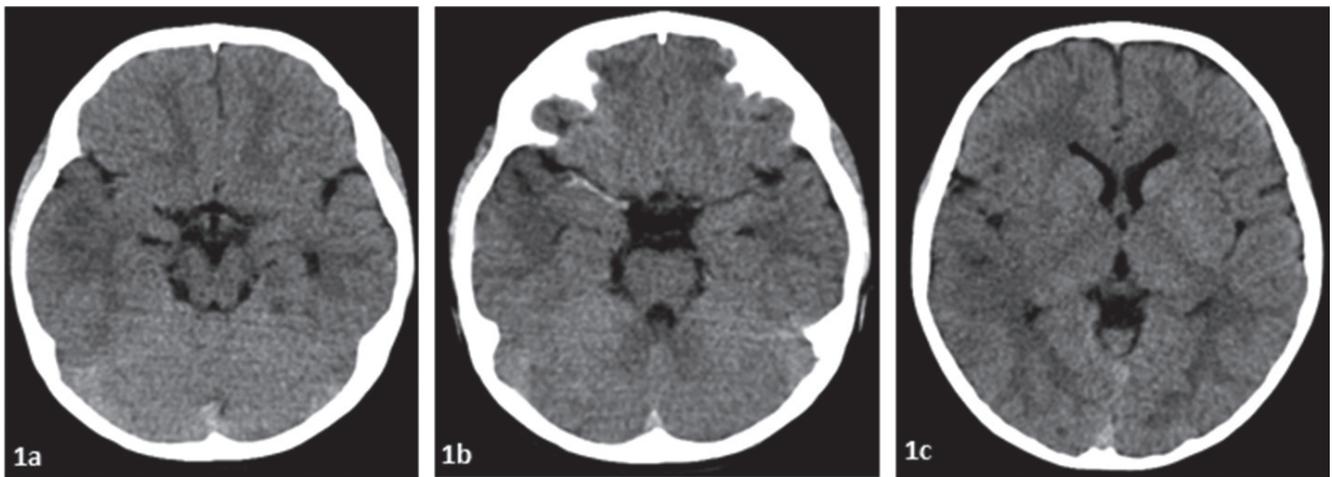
TAC cráneo simple a las cuatro horas del evento agudo, cortes axiales. 1a: se evidencia hipodensidad en región temporal derecha con pérdida de relación córtico-subcortical. 1b: signo de la cuerda en territorio de arteria cerebral media derecha. 1c: leve asimetría en cuerno anterior del ventrículo lateral derecho, hipodensidad gangliobasal derecha, asimetría insular.
